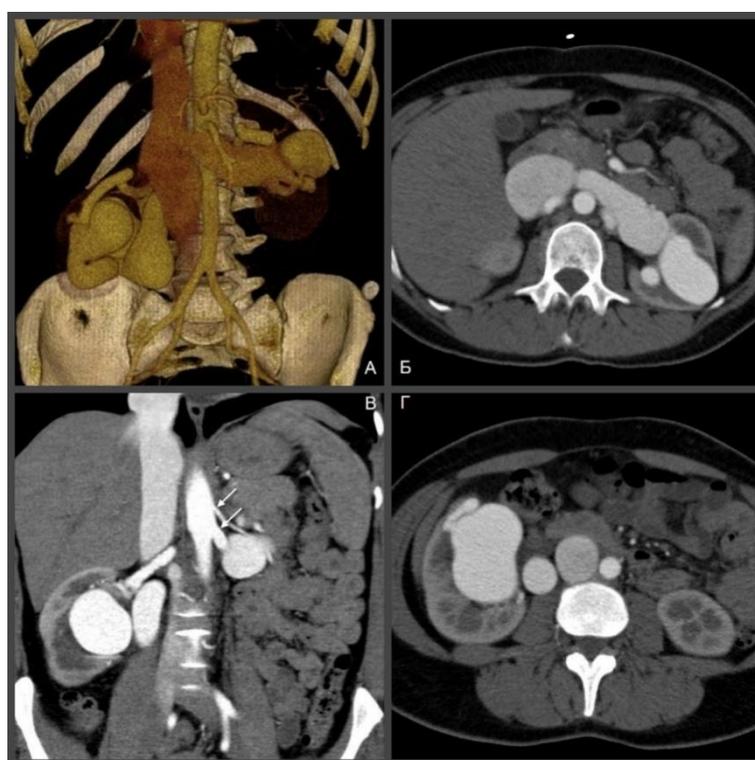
Компьютерная томография больной Р. А — 3D-реконструкция. Б и Г — аксиальная проекция. В — коронарная проекция. Аневризматические расширения почечных артерий и ранний сброс артериальной крови в венозную систему. Расширение почечных вен. Удвоение левой почечной артерии (стрелки)
